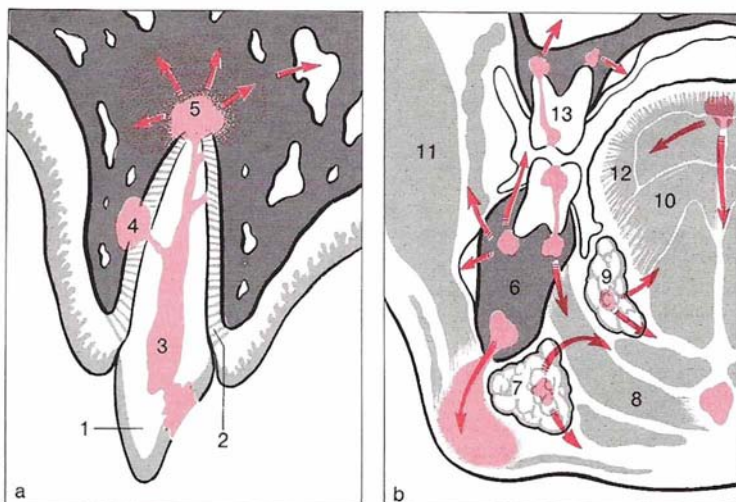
Inflammaciones dentógenas y del suelo de la boca. a) Inflammaciones a nivel del diente y peridontales: 1, incisivo cariado; 2, parodonto; 3, pulpitis; 4, absceso periapical; 5, granuloma apical. b) Inflammaciones del suelo de boca; puntos de partida: 6, mandíbula (dientes, osteomielitis); 7, glándula submandibular (inflamación, cálculo granular); 8, musculatura del suelo de la boca; 9, glándula sublingual (inflamación, retención); 10, musculatura de la lengua; 11, musculatura de las mejillas; 12, formación de absceso en el cuerpo de la lengua; 13, granuloma apical en diente de maxilar superior con extensión al seno maxilar.
